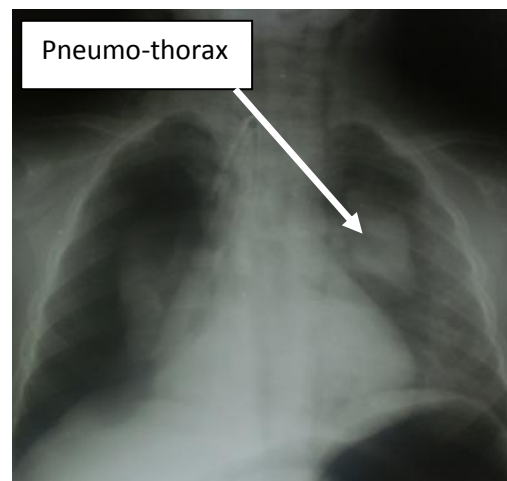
Radiographie pulmonaire de face post intubation
